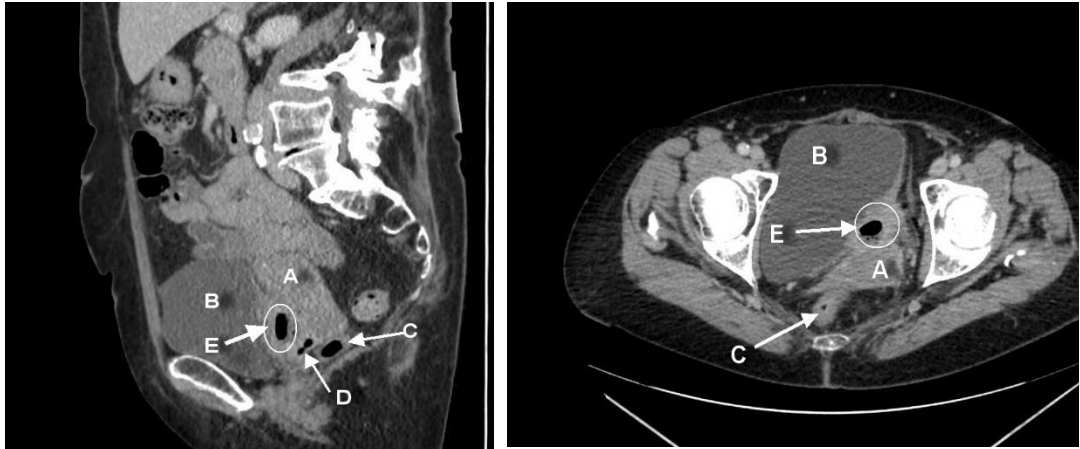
Aspectul leziunii la CT, secțiune în plan sagital median și in plan transversal:
